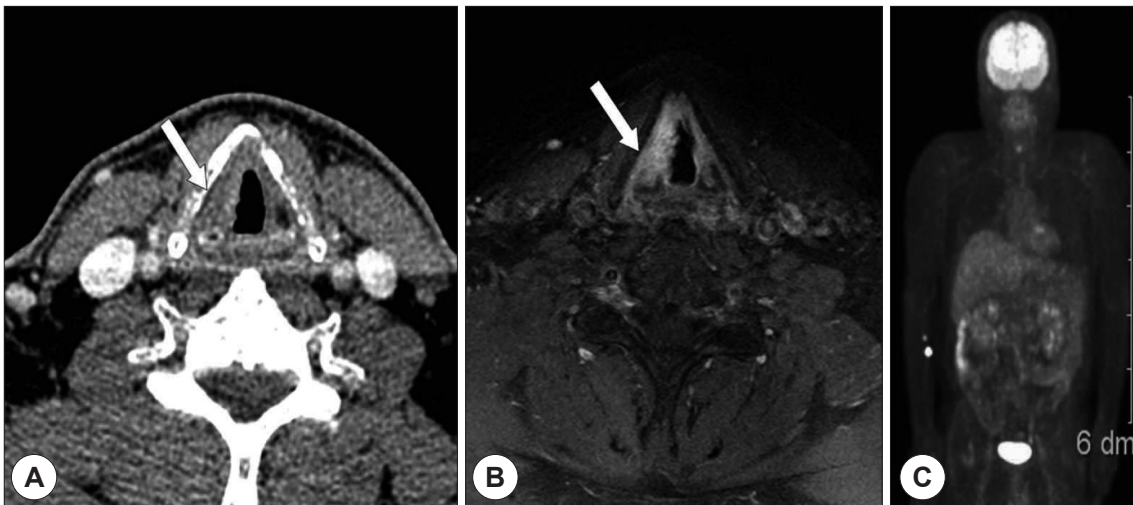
Pre-treatment work-up images. Larynx CT(A) and MRI(B) show the infiltrative enhancing mass like lesion in right glottis(arrow). PET-CT(C) shows no metabolic evidence of distant metastasis.
